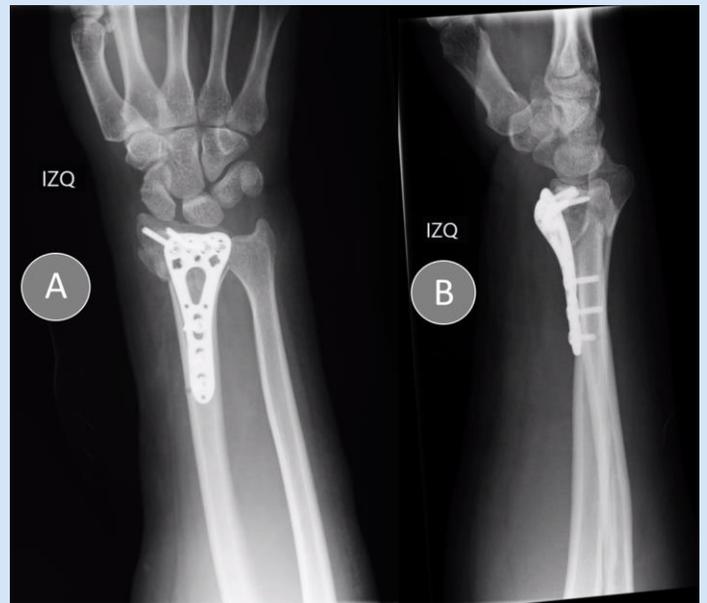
Radiografía de muñeca izquierda después de la reducción abierta más fijación interna de la fractura de radio distal con placa y tornillos. (A) Proyección anteroposterior (B) Proyección oblicua a 20 grados de muñeca izquierda
